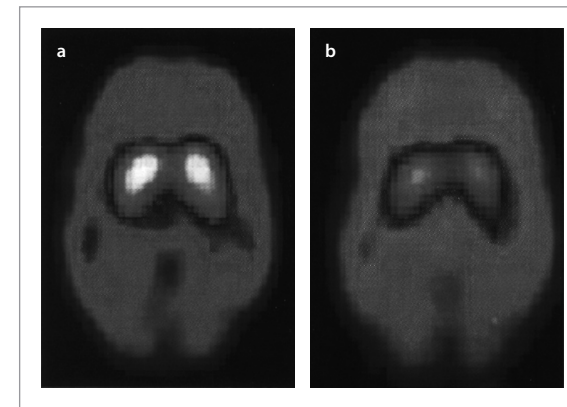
Mit molekularer Bildgebung (123I-IBZM-SPECT) kann man Dopaminrezeptoren in den Basalganglien des Gehirns nachweisen. Schizophrene Patienten (a) setzen den Neurotransmitter nach Amphetamingabe im Vergleich zu gesunden Kontrollen (b) vermehrt frei [6].
